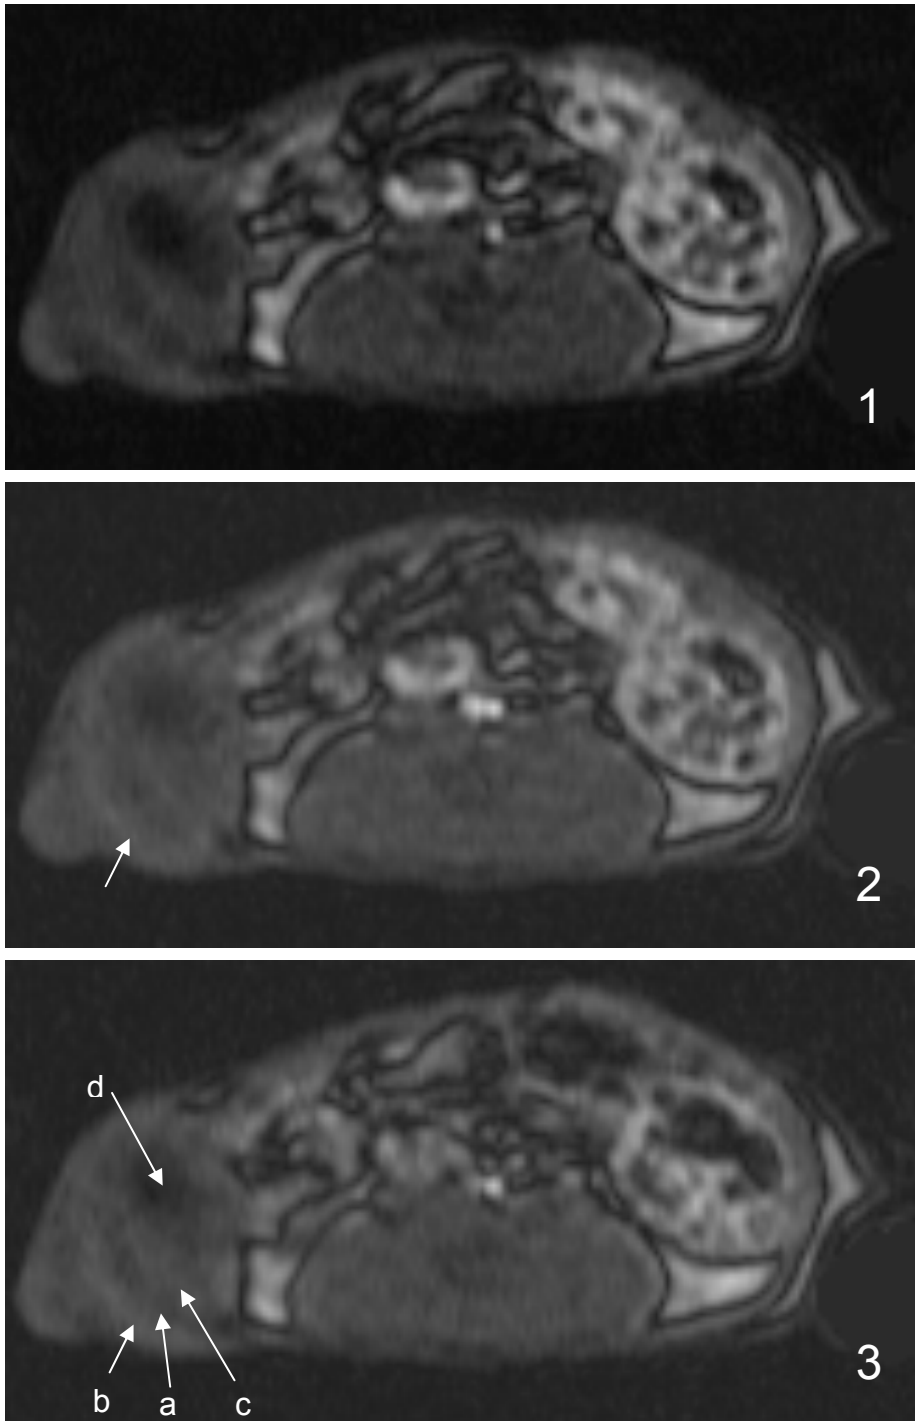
Dynamische MRT-Untersuchung (VSOP, T1 FLASH 3D), axiale Orientierung, Ratte in Rückenlage mit Tumor in der rechten Flanke.
